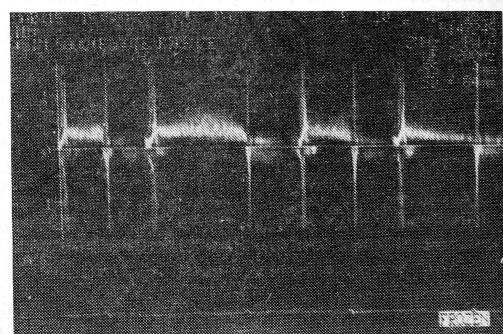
Допплерэхокардиограмма при митральном стенозе.
